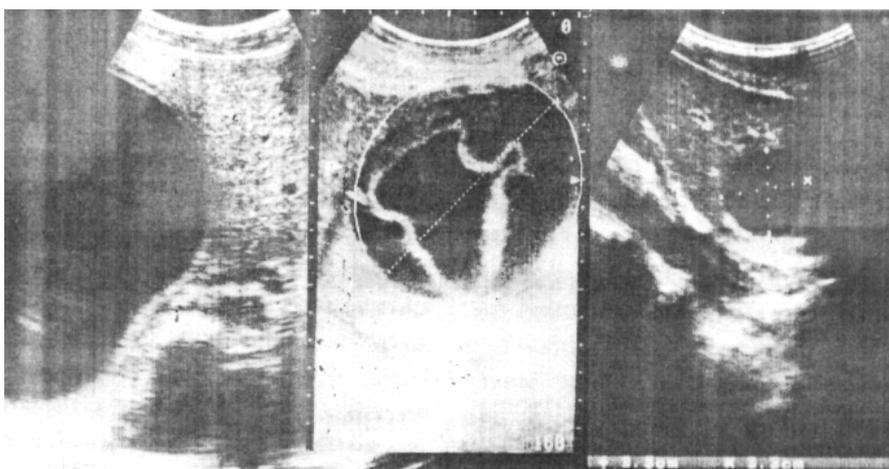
Выявляемость хитиновой оболочки при УЗИ.
